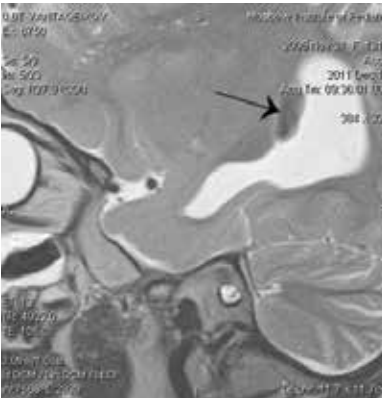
МРТ, сагиттальный срез. T2-взвешенное изображение. Субэпендимальный узел на стенке бокового желудочка в области треугольника (стрелка)
